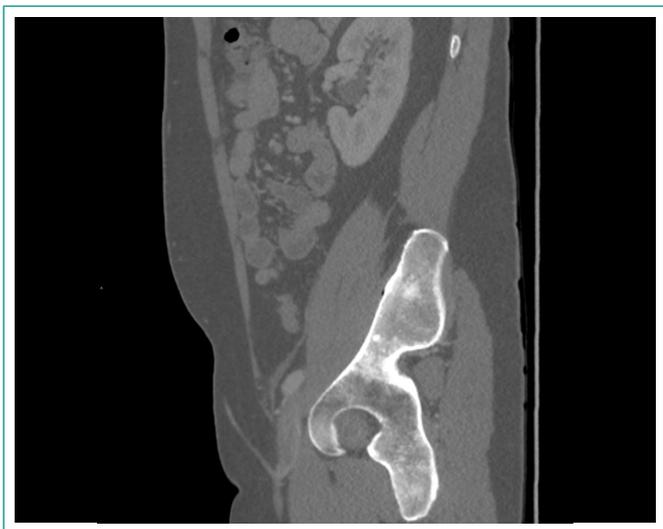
TAC toraco-abdomino-pélvico con contraste IV donde se observan pequeñas lesiones blásticas en pelvis.
